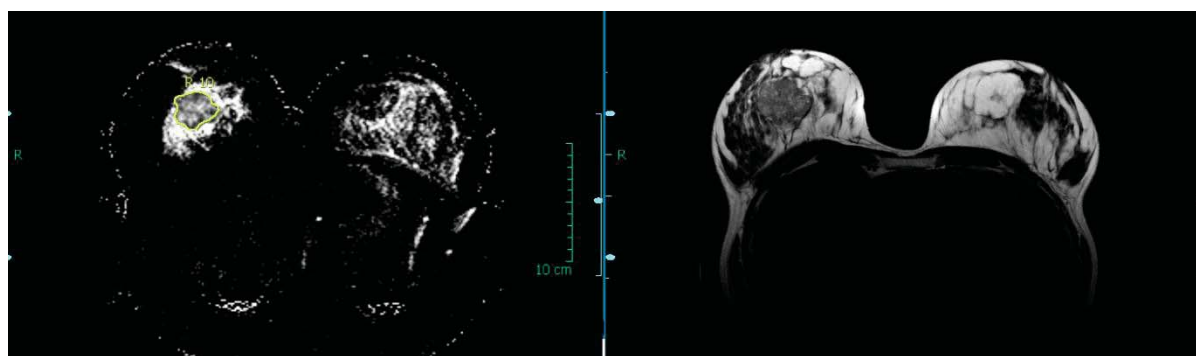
Pre-operative MRT in a 35 years old woman with invasive ductal carcinoma of the right breast. Left image shows the ADC-map with a strong reduction of diffusion and low ADC-values ( $1095 \times 10^{-6} \text{ mm}^2/\text{s}$ ) in the area of the breast cancer. The right image demonstrates the corresponding T2-weighted image which shows the breast cancer as an hyperintens lobulated mass.
